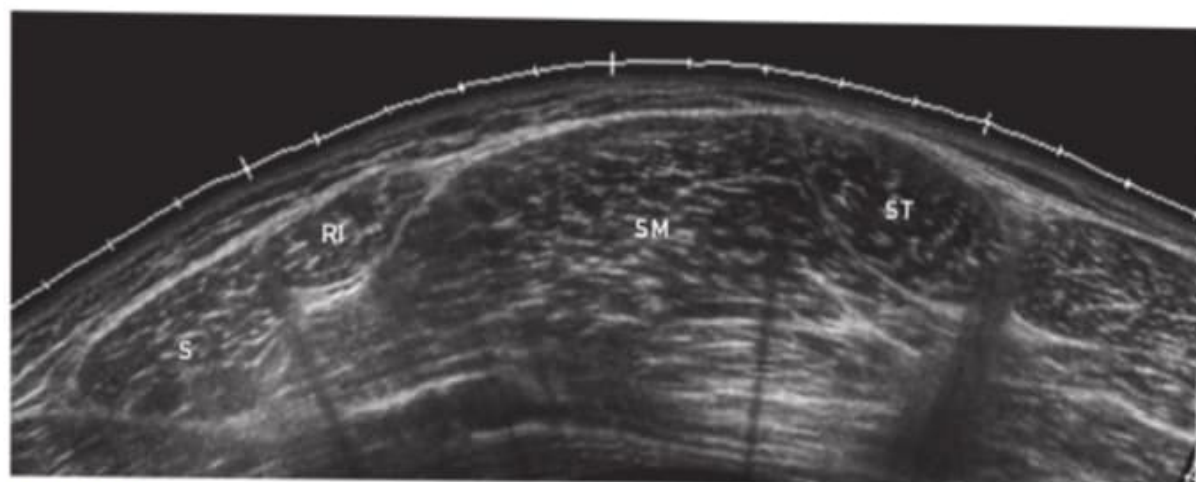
Ecografía expandida transversal de las zonas distal y medial del muslo, donde se localizan los «círculos» de la pata de ganso y la masa muscular del semimembranoso. S: sartorio; RI: recto interno; SM: semimembranoso; ST: semitendinoso.
